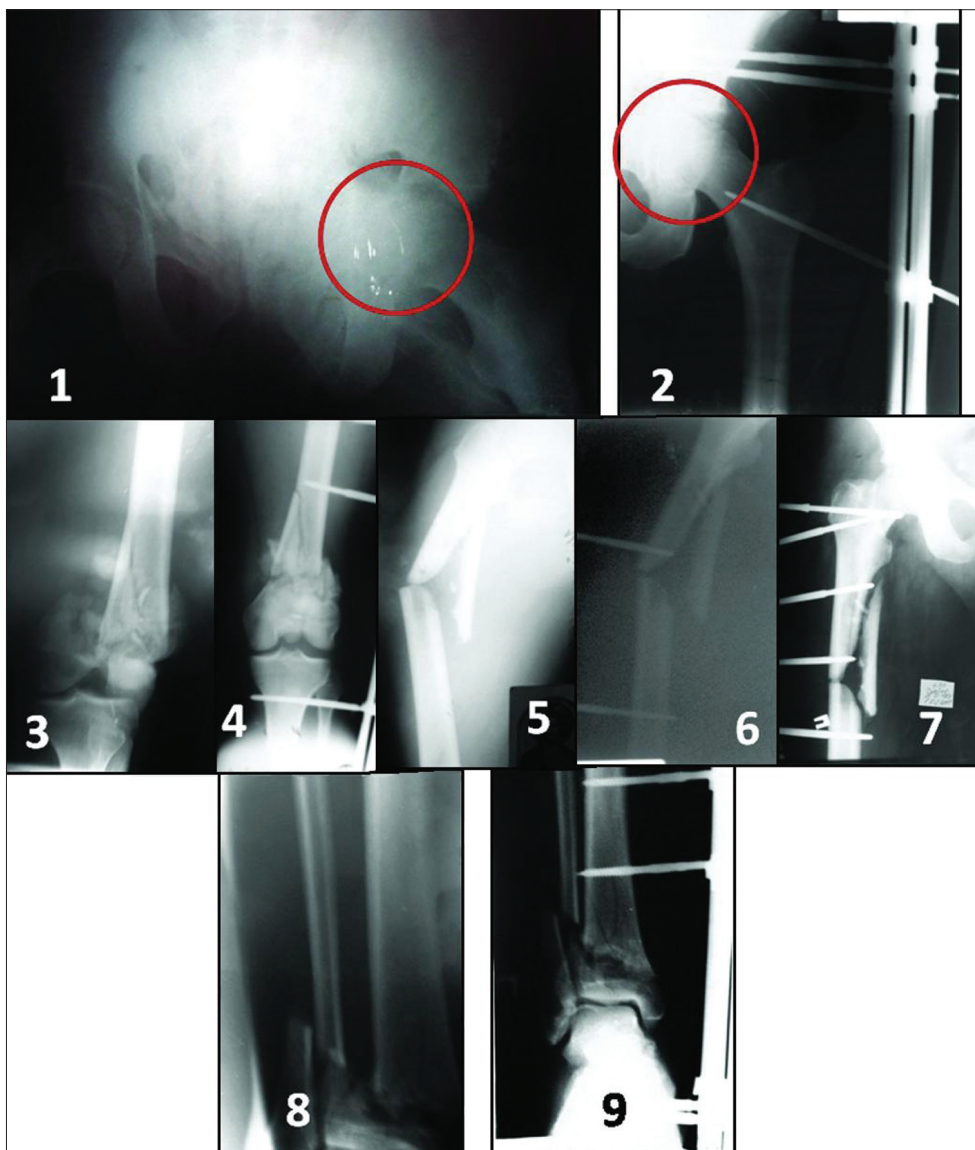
Рентгенограми пацієнта Ч., 48 років: 1 – лівого кульшового суглоба на момент госпіталізації; 2 – після операції і ліквідації центрального вивиху стегна; 3 – лівого стегна на момент госпіталізації; 4 – після превентивної імобілізації з переступанням через колінний суглоб; 5 – правого стегна на момент госпіталізації; 6 – після операції превентивної імобілізації із застосуванням АЗФ-ПІ; 7 – перехід з превентивної імобілізації на лікувальну поліфункціональним зовнішнім фіксатором; 8 – правої гомілки на момент госпіталізації; 9 – після позавагнущового черезкісткового остеосинтезу з переступанням через гомілковостопний суглоб і репозиції. Дистальні стержні введено у п'ятову й першу плюсову кістки. Через місяць після операції пацієнта виписано на амбулаторне лікування
